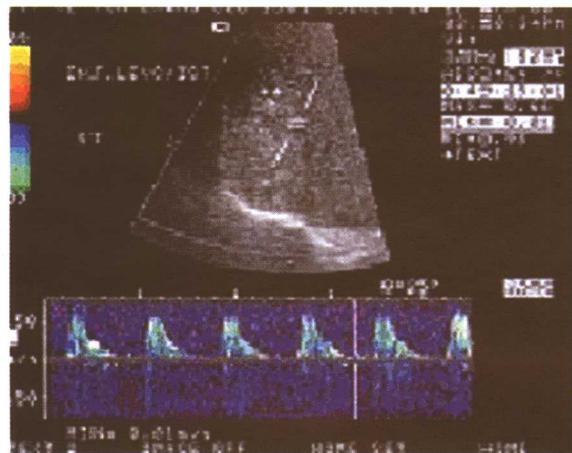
注入 Levovist 造影剂后脉冲多普勒超声
